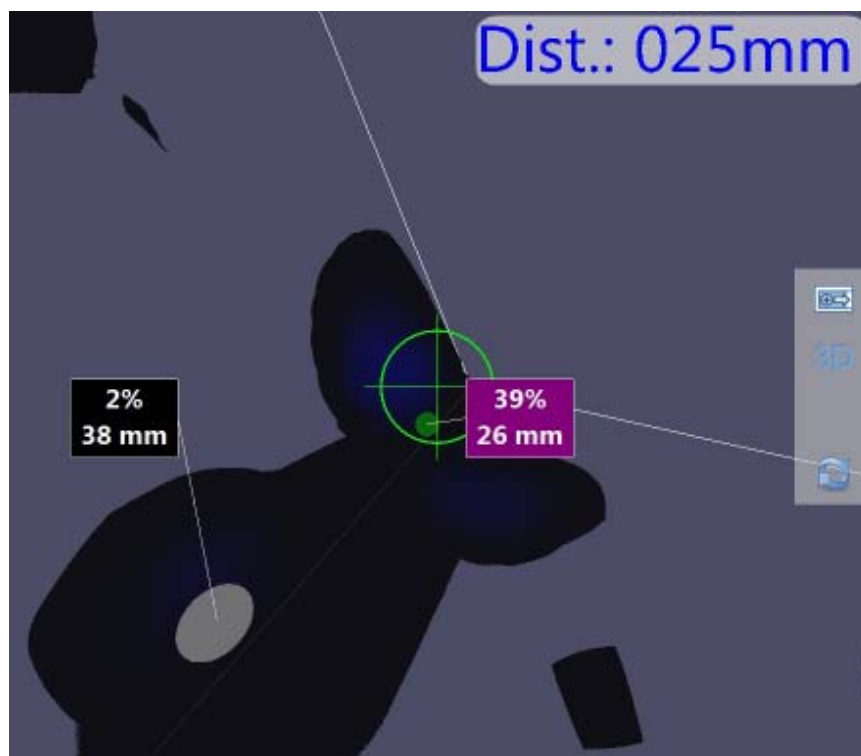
Визуализация и топография сигнальных лимфоузлов в 3D формате на экране монитора системы «DeclipseSPECT»
